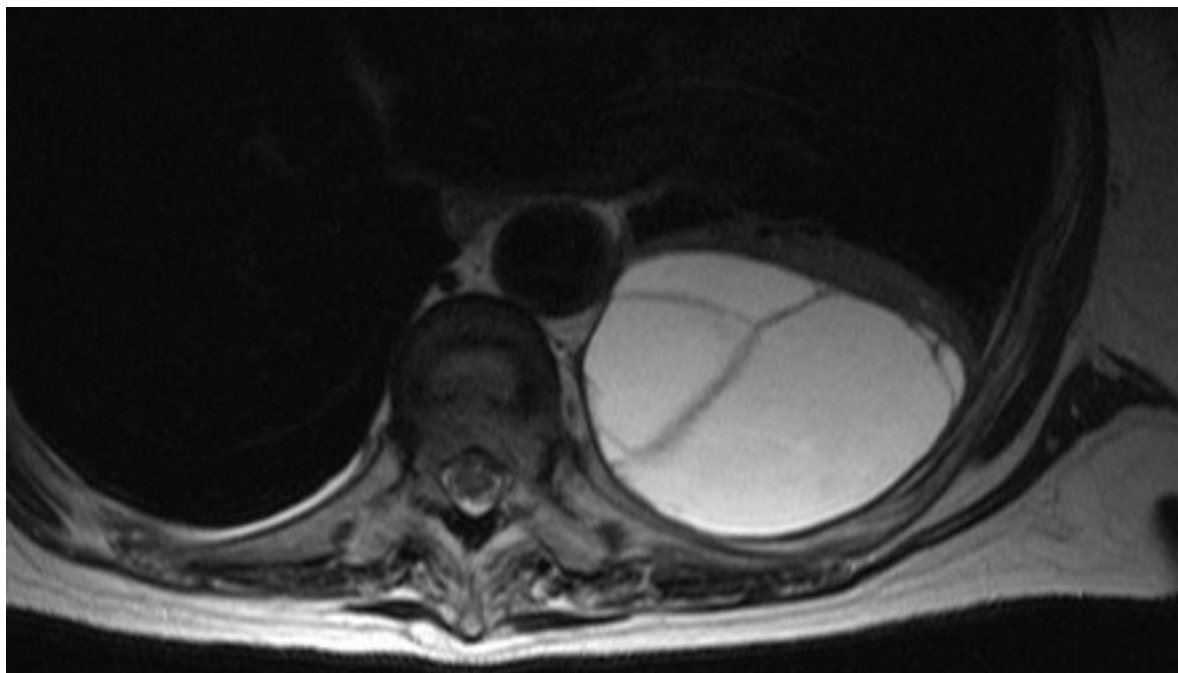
Ressonância nuclear magnética (RNM) de empiema septado
